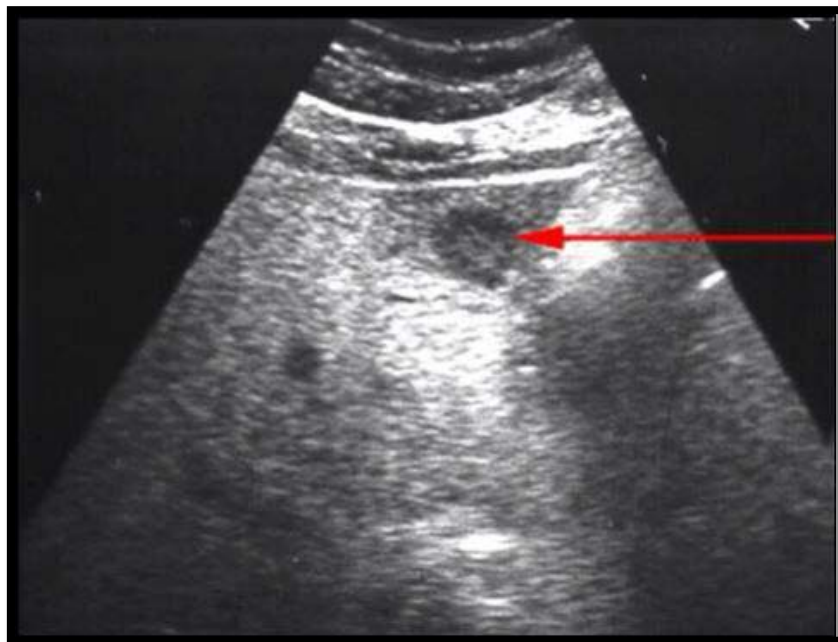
Image échographique en cocarde d'une MH d'un cancer du bas rectum chez un patient de notre étude
